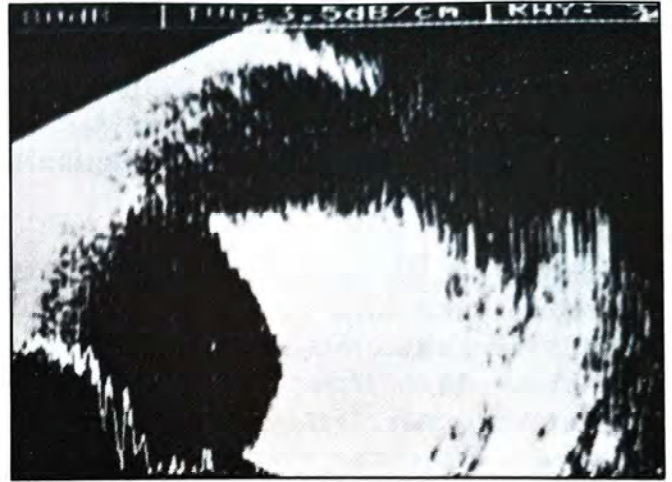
A ultra-sonografia evidenciou baixa ecogenicidade da lesão
